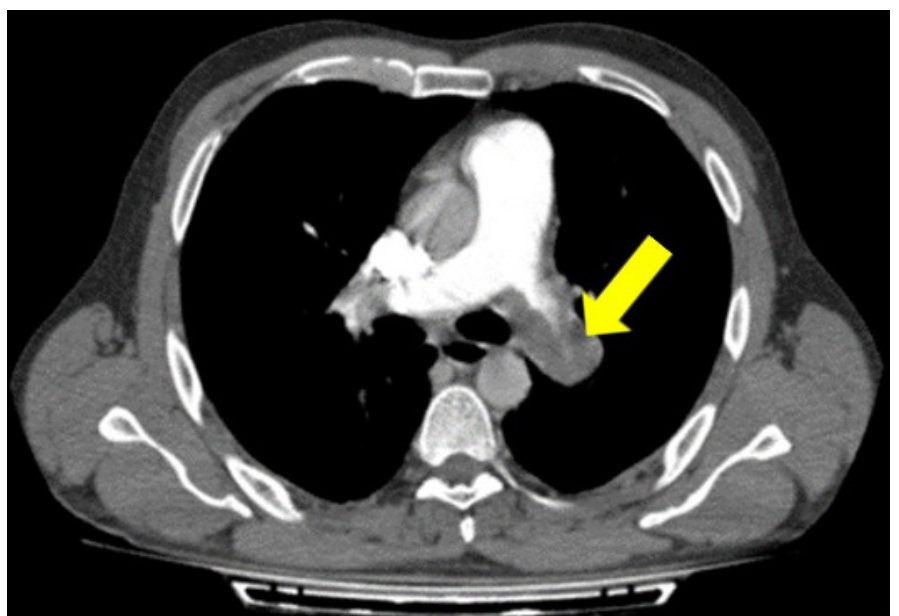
Corte axial de angio-tomografía de tórax a nivel de la bifurcación de la arteria pulmonar, donde se visualiza imagen hipodensa (flecha) que ocupa el interior de la rama izquierda de la arteria pulmonar obstruyendo casi por completo la luz del vaso.
